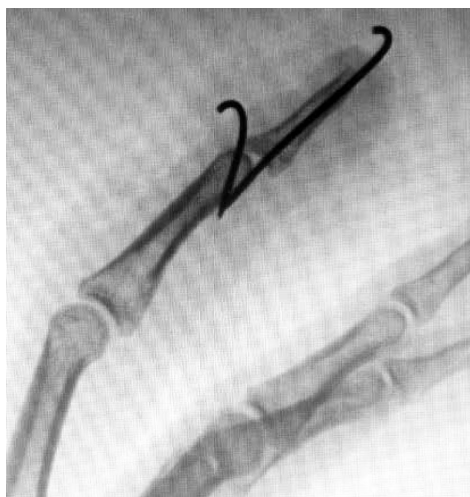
Блокирующий остеосинтез по Ишигуро у пациента В., 17 лет (интраоперационная рентгенография)
